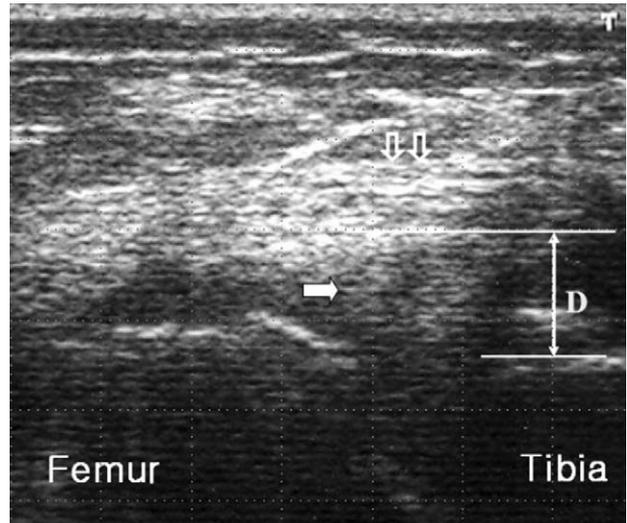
Ultrasonographic findings of the left knee. Long axis 12 MHz image obtained over anteromedial aspect shows 4 mm displacement of medial meniscus (arrow), tenting of medial collateral ligament (open arrow), medial joint space narrowing.
